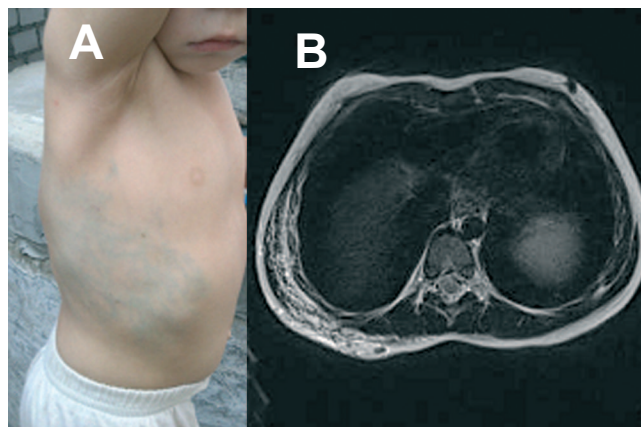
Хлопчик С., 2 роки. Венозна мальформація великих розмірів грудної стінки: А – фото, В – МРТ в режимі Т2. (D-димери $1,4$ μ L/мл)
